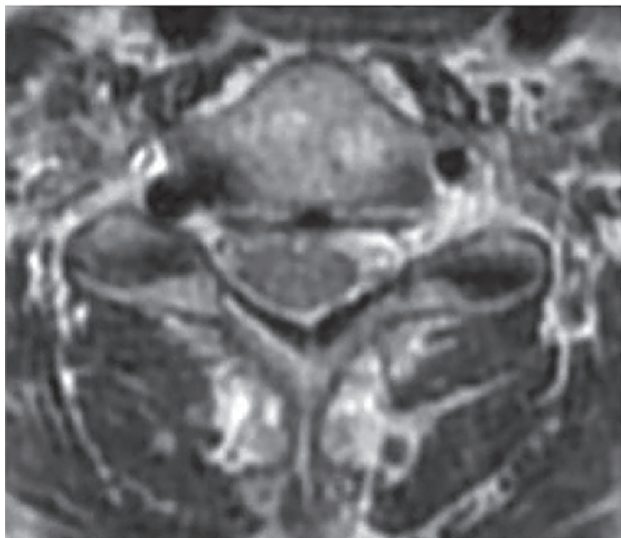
Магнитно-резонансная томография у другого пациента, демонстрирующая аномальную позвоночную артерию справа. При более медиальном ее расположении высока вероятность травматизации этой артерии во время фораминальной декомпрессии. Она намного дорсальнее, чем левая позвоночная артерия, которая расположена типично — примерно на глубине середины диска. Расположение позвоночной артерии может варьировать в зависимости от пациента и уровня — необходимо тщательное обследование, чтобы избежать интраоперационной травмы
